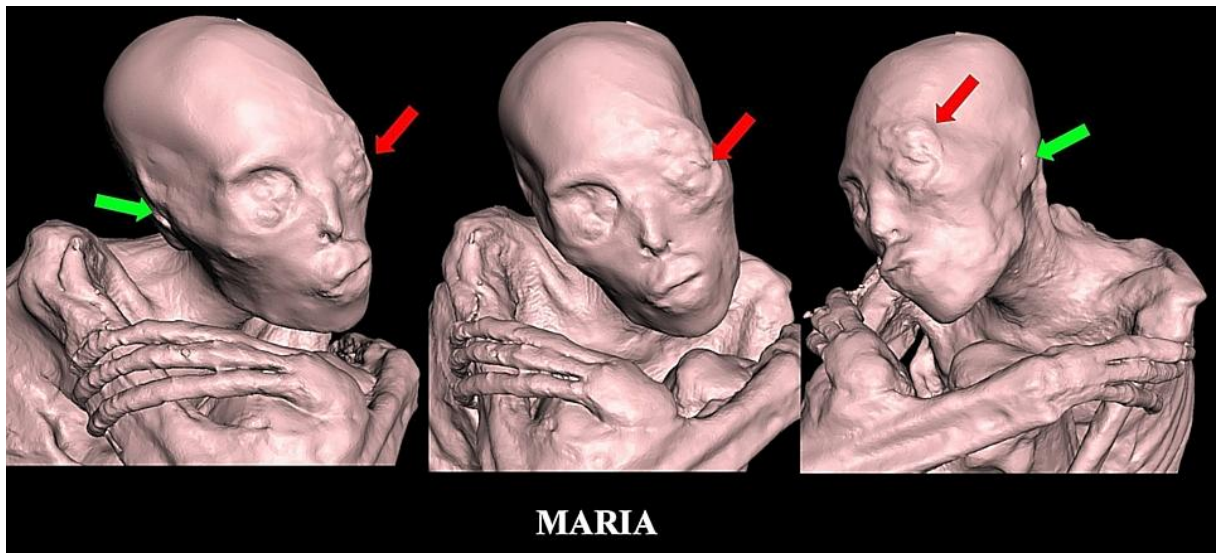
TC 3D que muestra características faciales anómalas. 'María' presenta un cráneo ligeramente estrecho y elongado, frente superficial, cara inclinada y elongada, órbitas oculares bilaterales grandes y redondeadas, nariz pequeña desviada hacia el lado derecho con 2 pequeñas narinas, mandíbulas superior e inferior prominentes y protruyentes que muestran labios prominentes. Se observó tumefacción irregular de tejido blando en la órbita ocular izquierda que se extiende hacia la frente izquierda (flechas rojas). Ausencia bilateral de pabellones auriculares externos. Pequeñas aberturas auditivas (flechas verdes) que comunican con los conductos auditivos externos.
